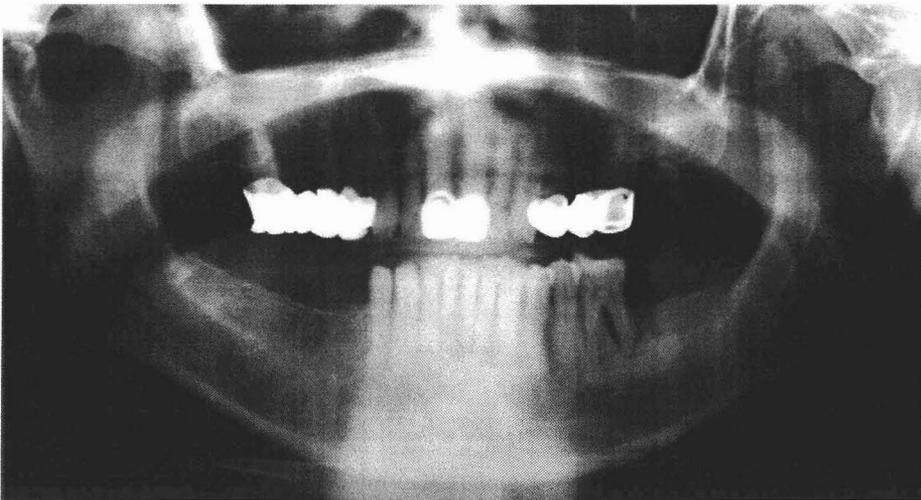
Radiografía después del tratamiento
